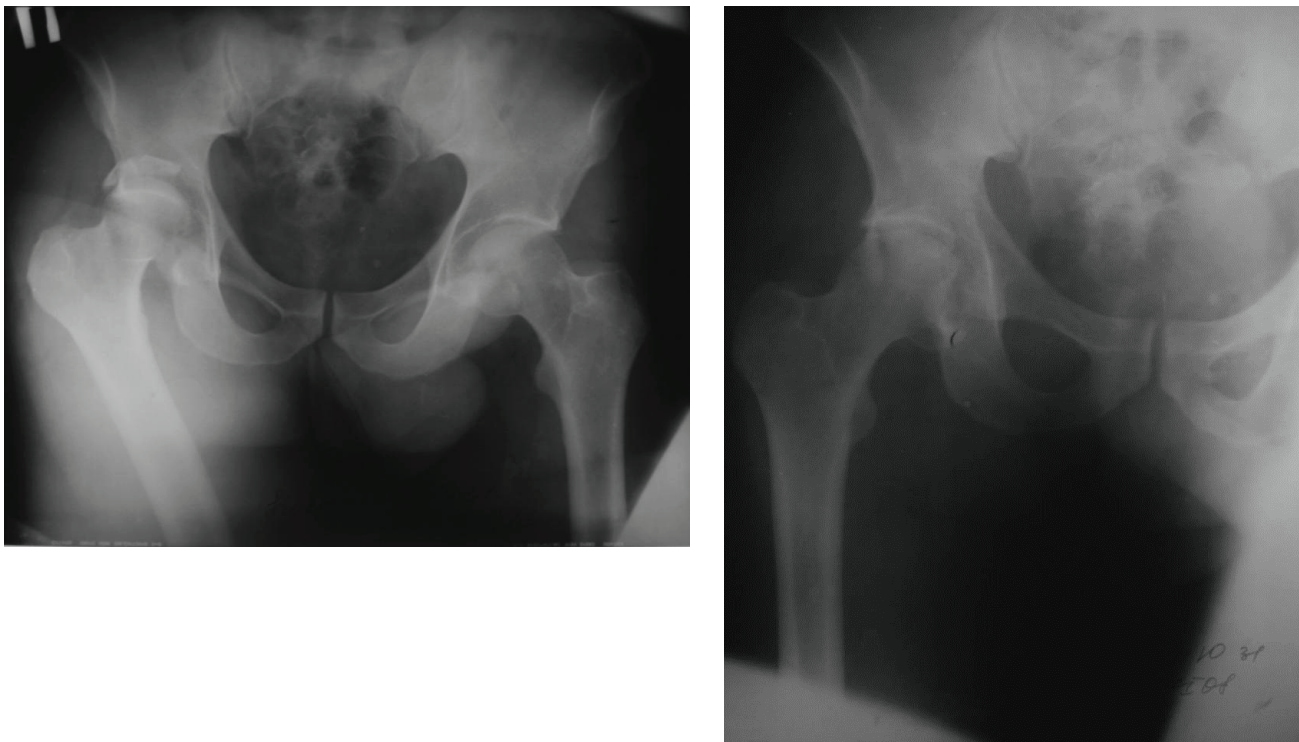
Рентгенограммы пациента К. до операции.
